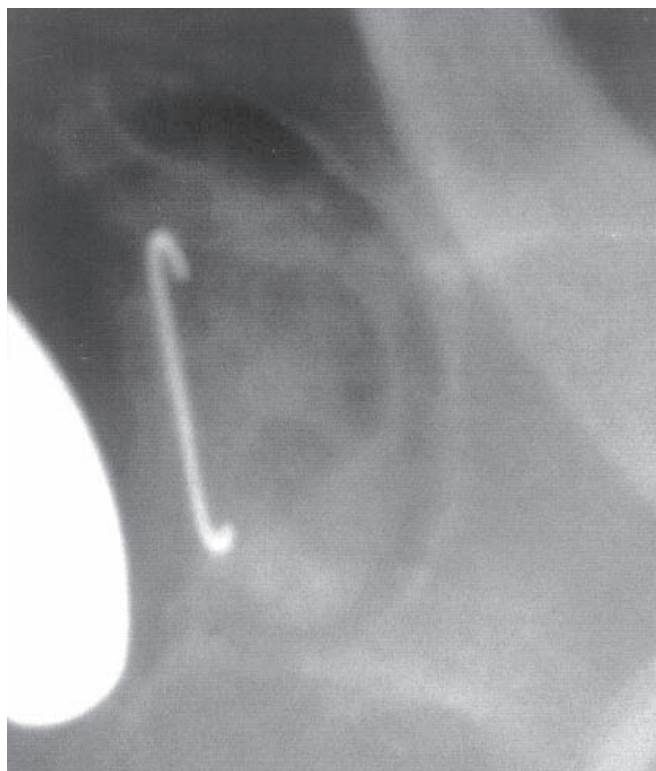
Radiografia pós-operatória, ombro direito, mostrando soltura do componente glenoidal
